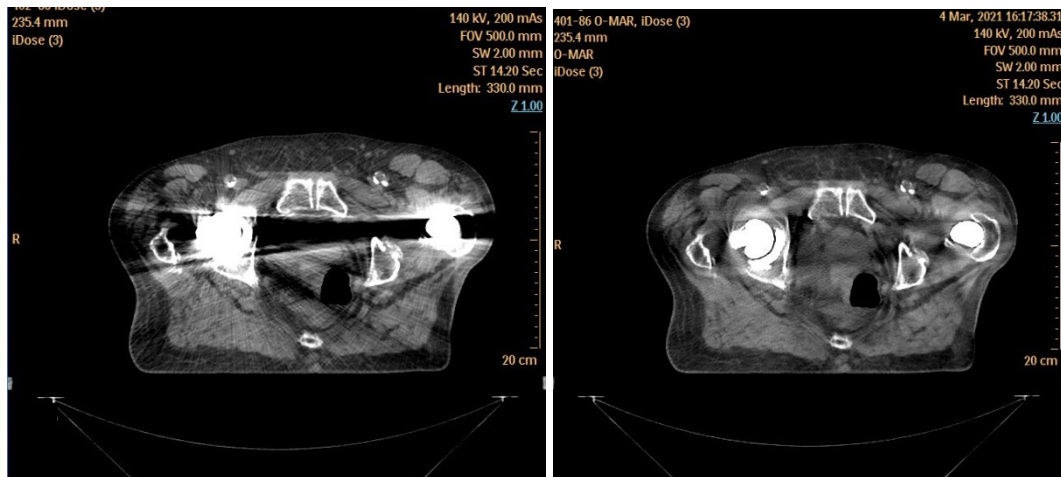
Paziente D. Immagine Simul-CT senza O-MAR (sn) e con algoritmo O-MAR (dx)
